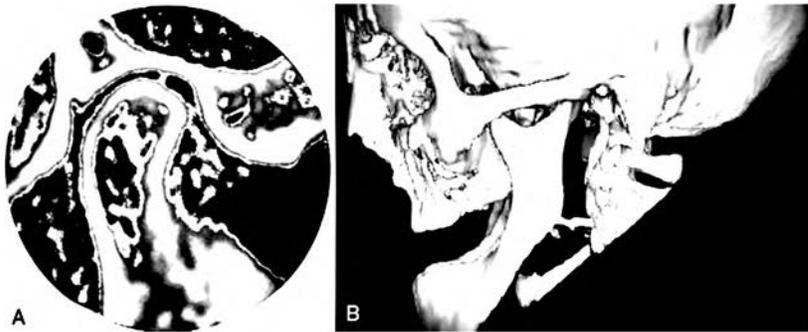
Tomografía computarizada (TC). A) proyección de TC típica de la articulación temporomandibular. B) remodelación de TC tridimensional de una boca edéntula<sup>5</sup>.
